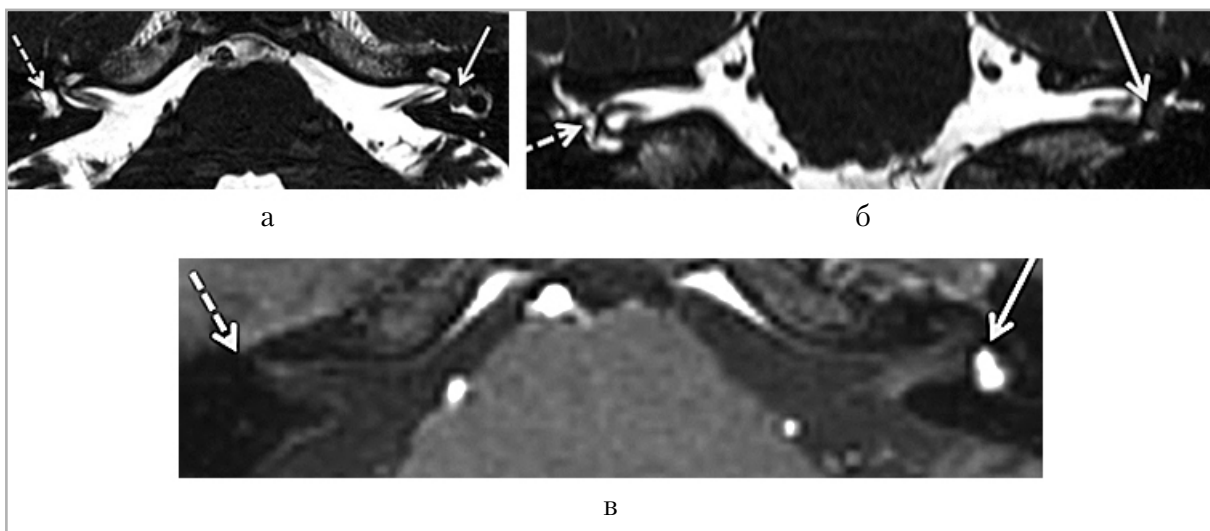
Интравестибулярная шваннома, данные МРТ: *а* — сильно T2-взвешенное изображение (FIESTA), *белой стрелкой* указана опухоль в преддверии слева в виде округлого участка гипоинтенсивного сигнала, *пунктирной стрелкой* указано неизменное преддверие справа; *б* — сильно T2-взвешенное изображение (FIESTA), реконструкция в коронарной плоскости, *белой стрелкой* указана опухоль в преддверии слева, *пунктирной стрелкой* указано неизменное преддверие справа; *в* — постконтрастное T1-взвешенное изображение демонстрирует интенсивное накопление контрастного препарата образованием в преддверии слева (*белая стрелка*), справа *пунктирной стрелкой* указано неизменное преддверие, без патологического накопления контрастного препарата
